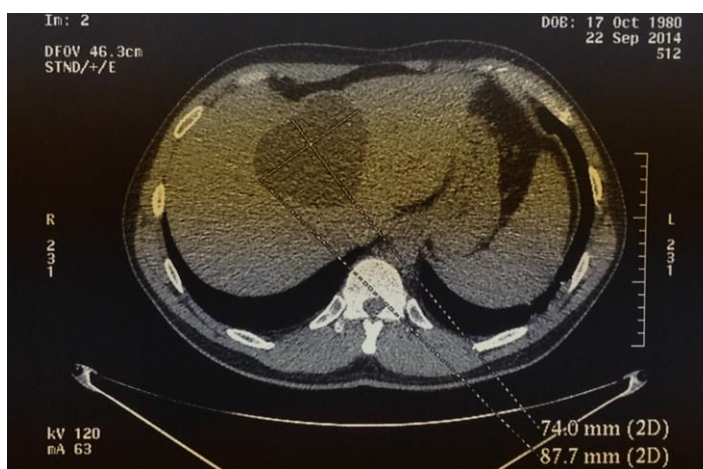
Пациент А. Ядерно-магнитно резонансная томография печени
